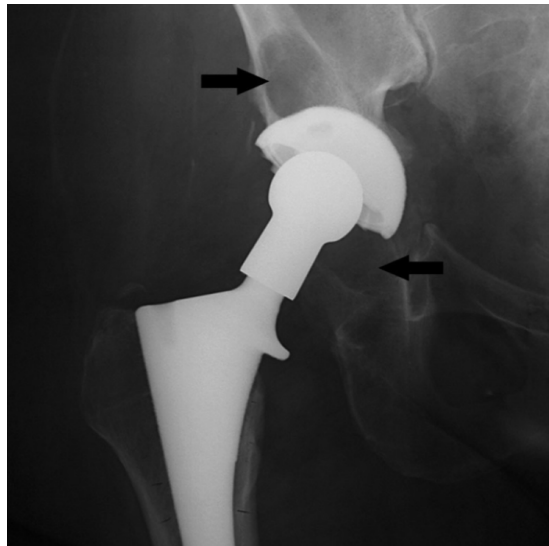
Radiografia da anca direita de uma mulher de 68 anos, a 10 anos de pós-operatório após a inserção de uma prótese total primária não cimentada. Pode-se observar osteólise inflamatória (a perda óssea peri-articular é indicada por setas) [4].
